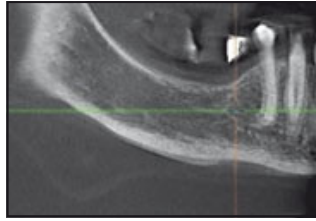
(a bis c) Die CT-Aufnahmen und die dreidimensionale Rekonstruktion zeigen ein unzureichendes vertikales Knochenangebot zwischen dem koronalen Anteil des Mandibularkanals und der Spitze des Alveolarkamms.
